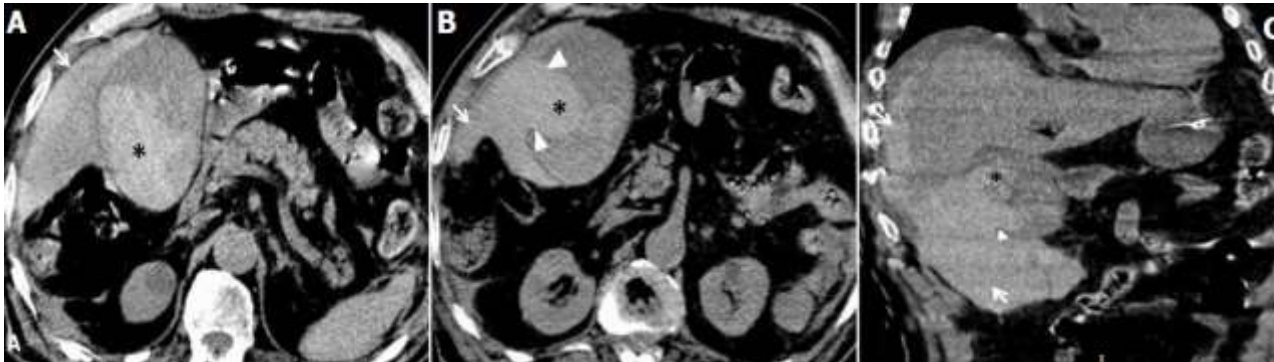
TDM abdominale sans injection de produit de contraste iodé (PDCI) en coupes axiales (A et B) et coronale (C); hématome intravésiculaire spontanément hyperdense (astérisque noire) fusant en intrapéritonéal (flèche blanche) par une large rupture de la paroi de la vésicule biliaire (têtes de flèches blanches)
